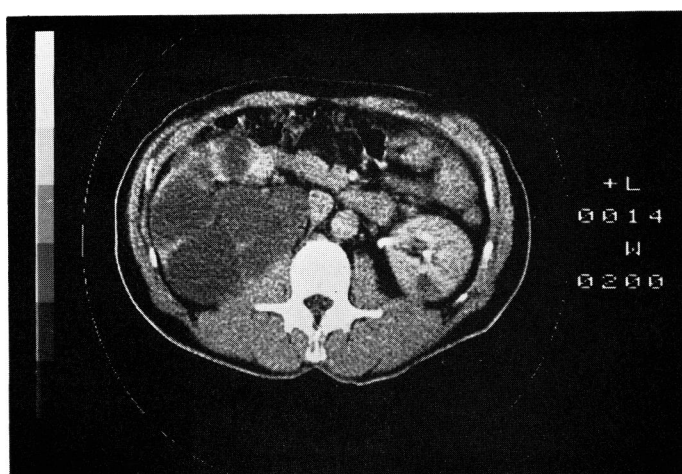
CT. 左腎にも孤立性嚢胞が認められる (L<sub>2</sub> のレベル).
